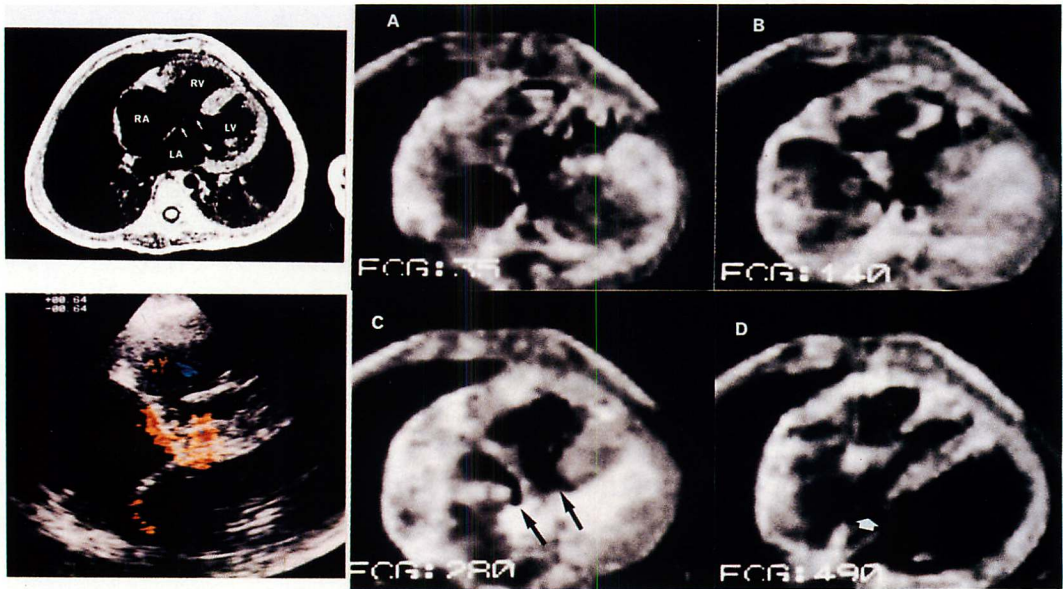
MRI and color Doppler echocardiogram of a case with endocardial cushion defect (2-year-old girl).
